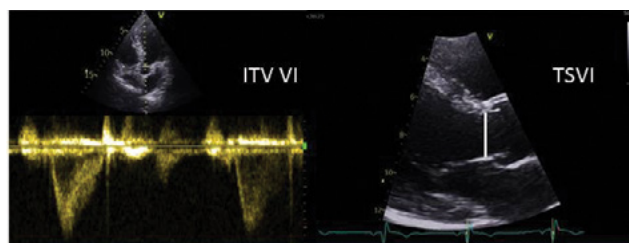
Cálculo del volumen Sistólico por Doppler. Multiplicado por la frecuencia se obtiene el gasto cardíaco.
